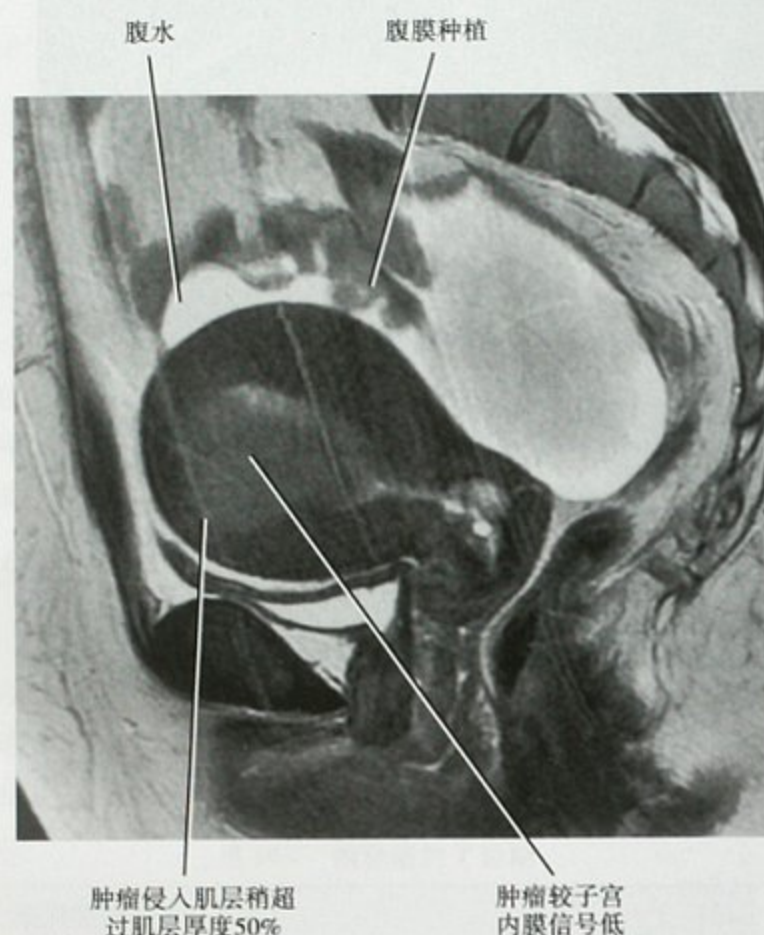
MRI 矢状面 T2WI 可见子宫内膜癌侵犯深肌层
